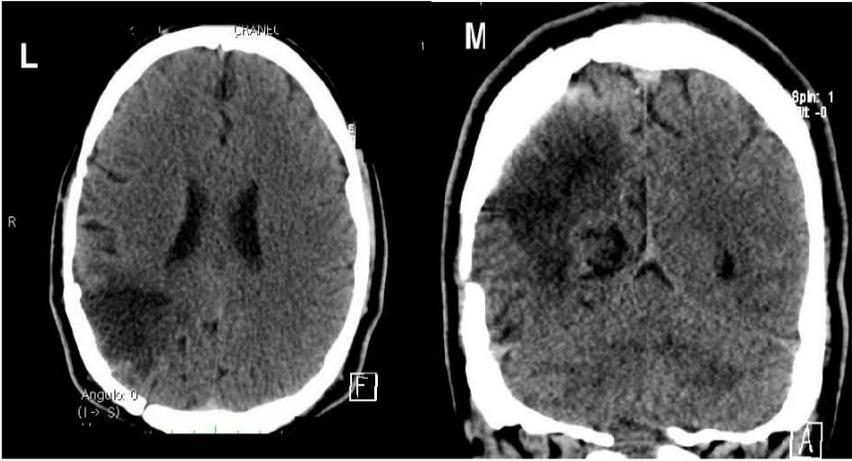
Caso clínico de la serie. Masculino de 52 años con cefalea y paresia de hemicuerpo izquierdo. A, B y C: Cortes axial, coronal y sagital de meningioma de la convexidad parietal derecha. D: posicionamiento. E: Craneotomía. F: Área infiltrada de la tabla interna en el colgajo óseo. G: Resección de fragmento óseo marcoscópicamente infiltrado con dos 2 cm de margen. H,I: Craneoplastía in situ en el defecto resultante del colgajo óseo realizada con metilmetacrilato y fijada con seda 1/0, se observa tumor resecaado con bordes duros sanos (Simpson cero "0" dural). J, K: Reconstrucción donde se observa plastía dural con pericráneo y el colgajo colocado junto con su plastía in situ, respectivamente. L,M: tomografía craneal a los 12 meses mostrando ausencia tumoral, en cortes axial y coronal respectivamente. N: Tomografía craneal con reconstrucción 3D mostrando adecuada alineación del craneoplasto de metilmetacrilato con los bordes autólogos del colgajo óseo, sin evidencia de hundimientos ni desplazamientos. O,P: Fotografías de frente y perfil derecho del paciente al año de operado sin evidencia de defectos cosméticos.
